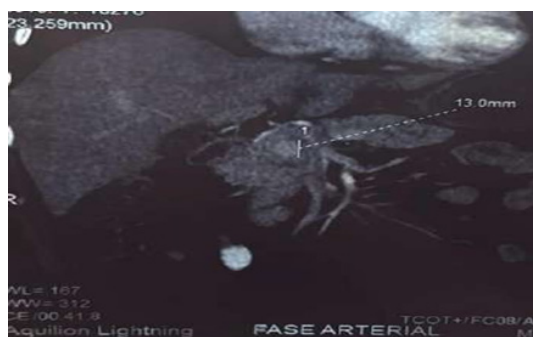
Tomografía multicorte de abdomen y pelvis, técnica multifase pancreática- plano
